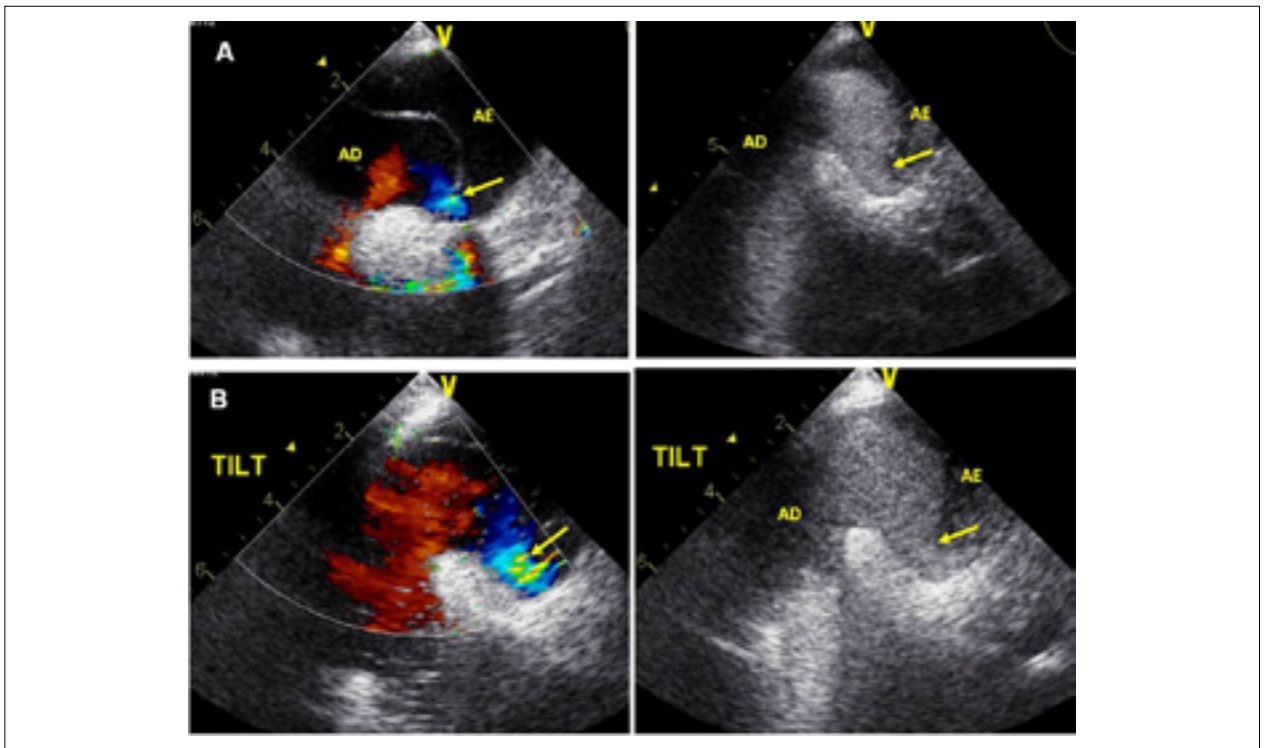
(A) Ecocardiograma transesofágico em decúbito (0°) mostrando exuberante aneurisma do septo interauricular com shunt direito-esquerdo (seta) evidenciado por Doppler-cor e fluxo de contraste; (B) Ecocardiograma transesofágico na mesa tilt (60°) com aumento do fluxo direito-esquerdo, evidenciado por Doppler colorido e contraste.
